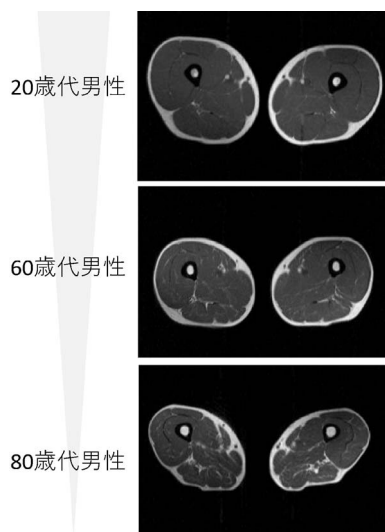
MRI (核磁気共鳴画像法) による大腿部の横断面図
